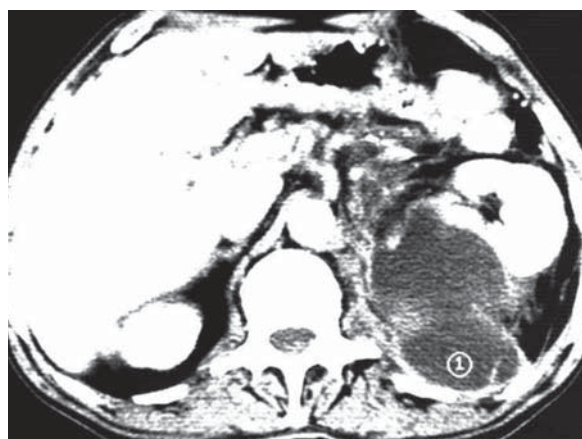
Abces pararenal stâng. Secțiune axială CT postcontrast. Formațiune cu conținut parafluid între pilierul diafragmatic și valva dorsală.
